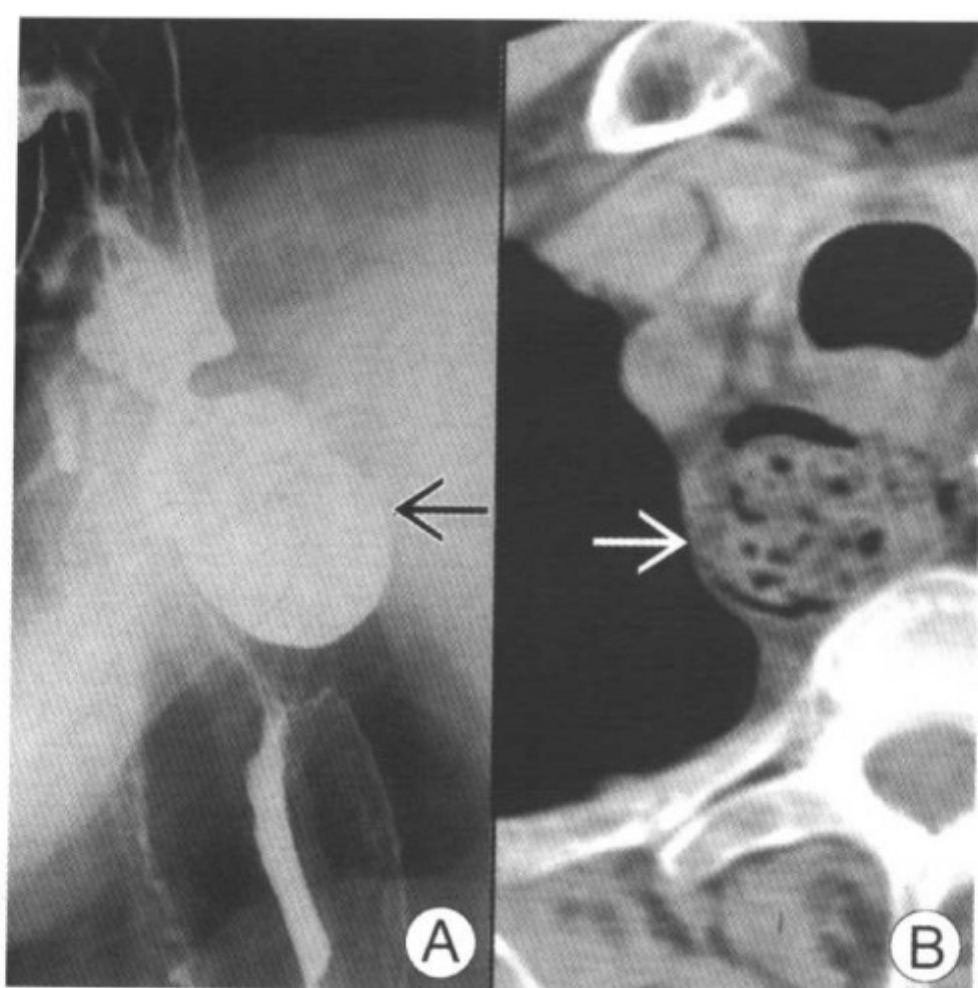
图 A 食管造影侧位片。咽食管交界的后方一个大的突起囊，充满钡剂（箭头）且压迫近段食管。吸气时钡剂勾画出气管的轮廓。图 B 胸廓入口处 CT 扫描显示在气管后方有气体（箭头）和颗粒状物
